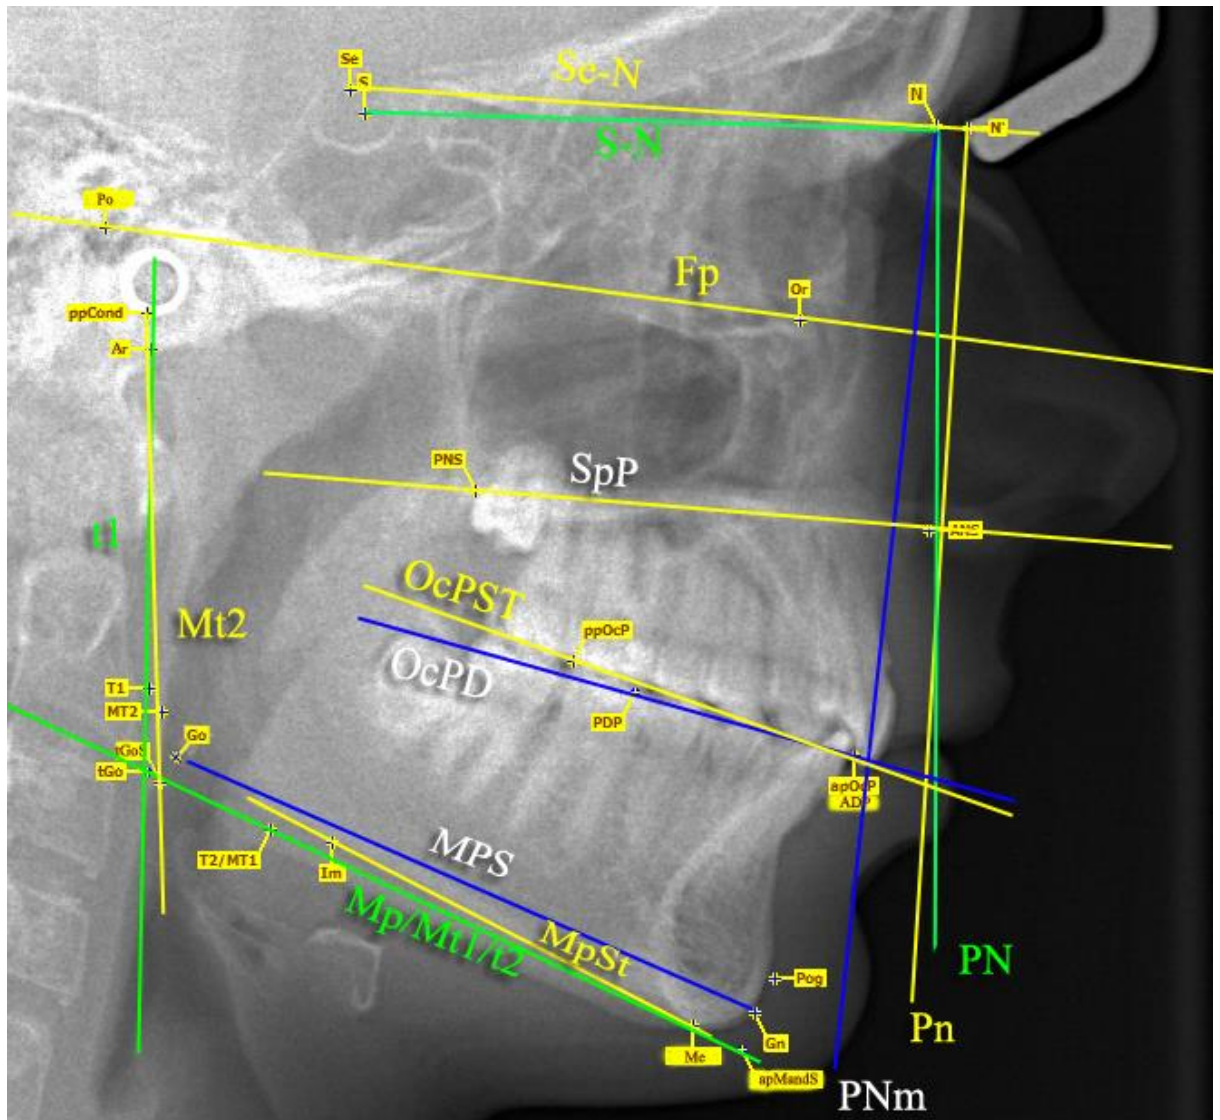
Основні площини, що використовують при аналізі латеральних телерентгенограм.
